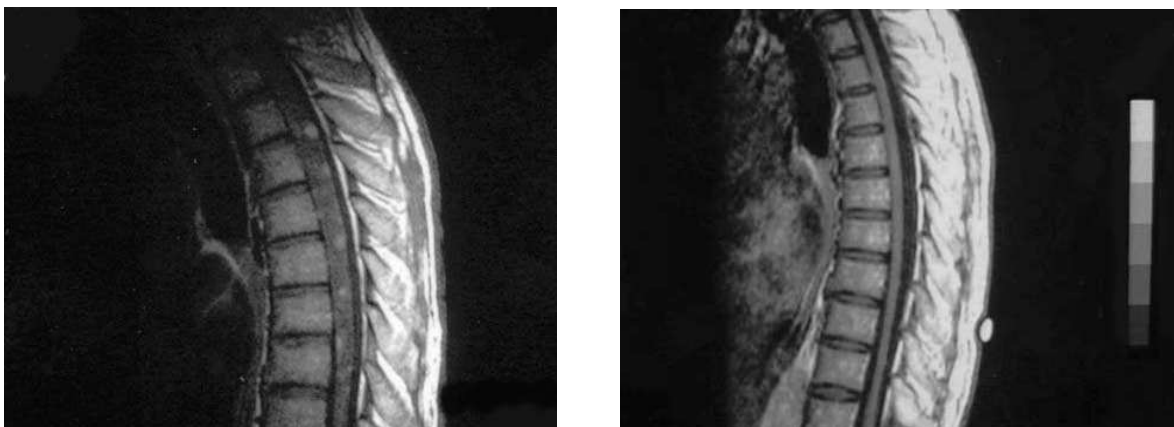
Ressonância magnética (T1 pós-contraste) de coluna torácica de paciente com PET/MAH com evolução subaguda. À esquerda: edema medular com áreas nodulares de captação de contraste (quatro meses após início dos sintomas). À direita: nove meses após início dos sintomas nota-se atrofia medular e desaparecimento das áreas de captação de contraste. (Fonte: Araújo e Silva, 2005).
